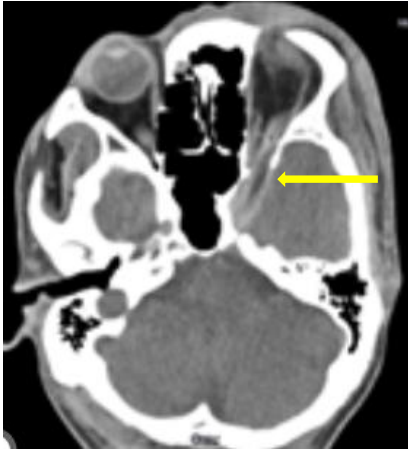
Kranielles CT, Axiale Schicht, 1. Tag nach dem Trauma. Teilweise isodenser/hypodenser länglicher FK in der linken Orbita sowie intrakraniell am linken Temporalpol (gelber Pfeil).
